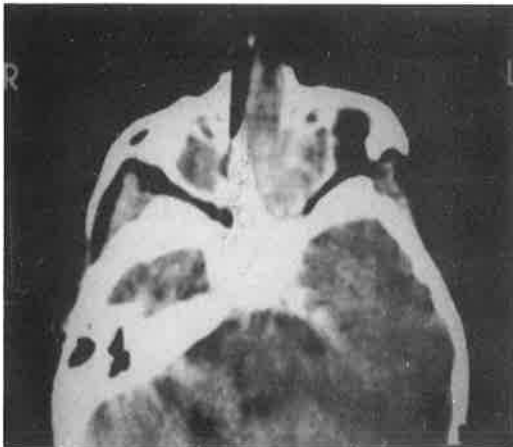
Axial view of PNS CT scan showing huge mass filling the left ethmoid sinus and nasal cavity without bone destruction.
